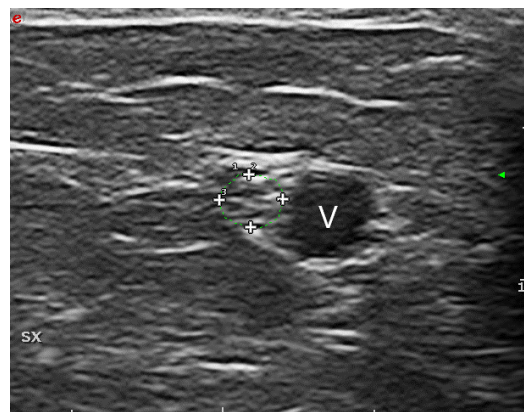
IMMAGINE DI UN'ECOGRAFIA NEUROMUSCOLARE DEL NERVO SURALE (RIQUADRO VERDE) E IL RAPPORTO CON LA VENA PICCOLA SAFENA (V)
